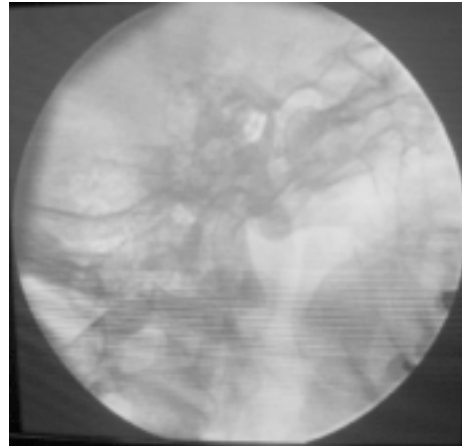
Gangliolisis del nervio glossofaríngeo. Radiografía simple en proyección lateral del cráneo que muestra adecuada alineación de las ramas descendentes de la mandíbula y por detrás de ellas la apófisis estiloides que es punto de reparo indispensable para la realización de la gangliolisis.
